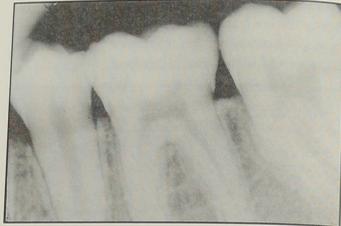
Radiografía postaplicación de la resina compuesta de fotocurado y sellador de fosas y fisuras
